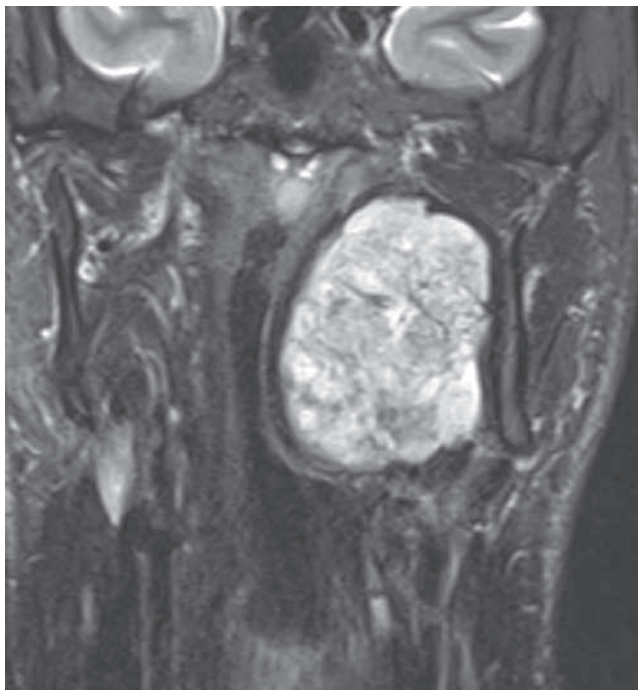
RMN, secuencias T2: corte coronal.
